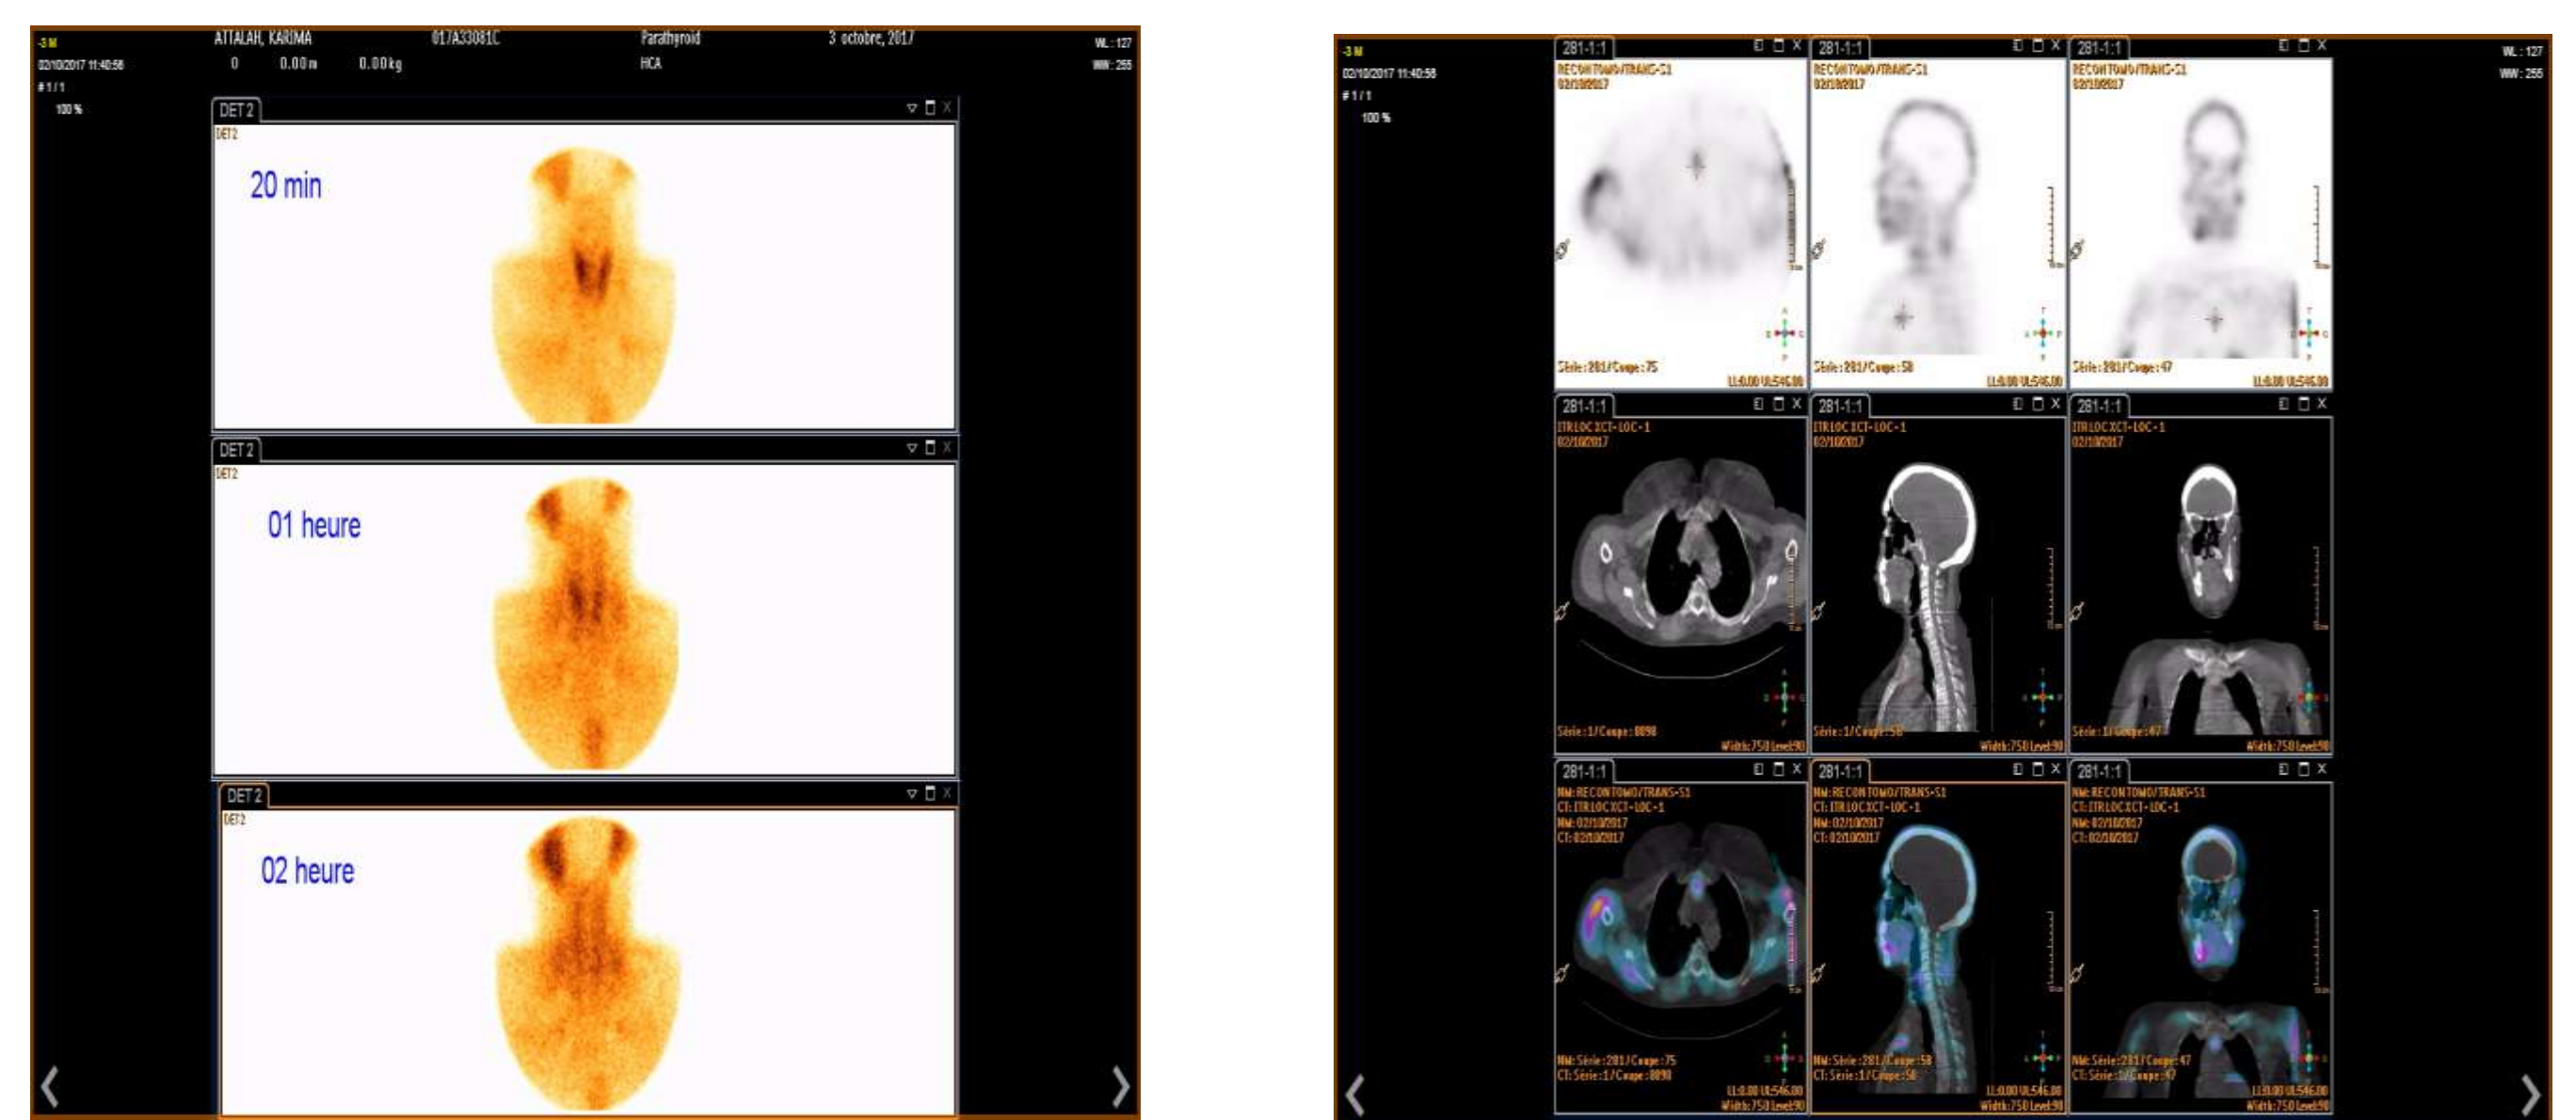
image au pinhole d'un adénome parathyroïdien complété par un SPECT-CT
